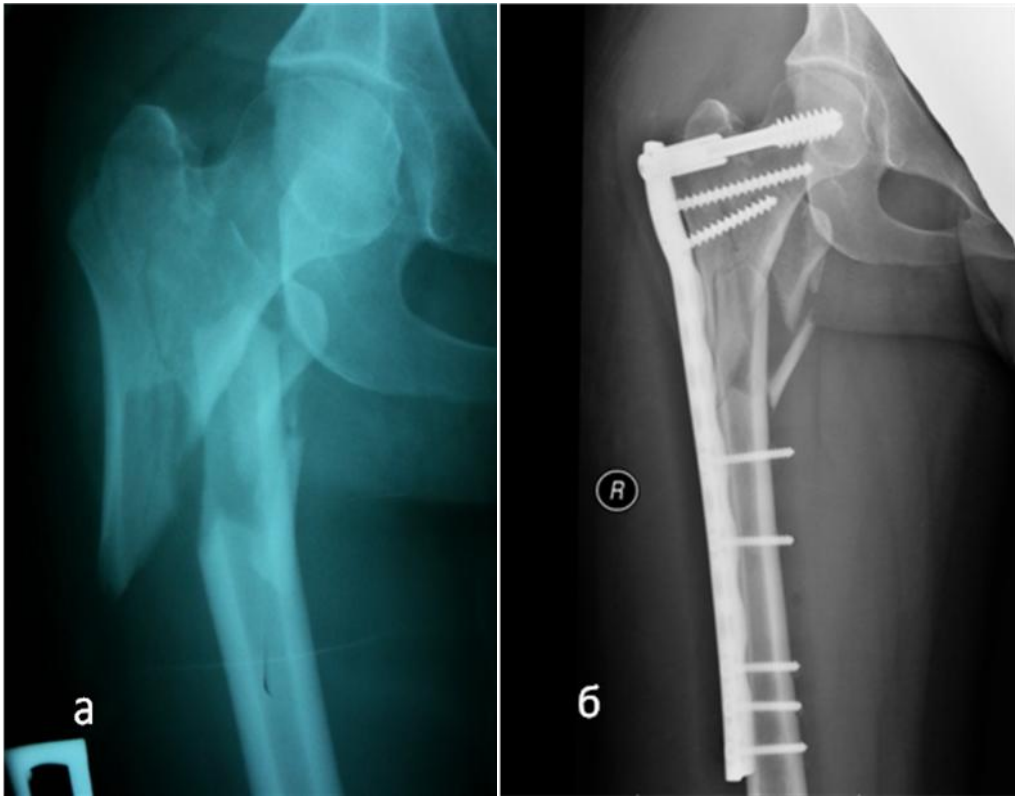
Рентгенография бедренной кости пациентки Б. до операции (а);
